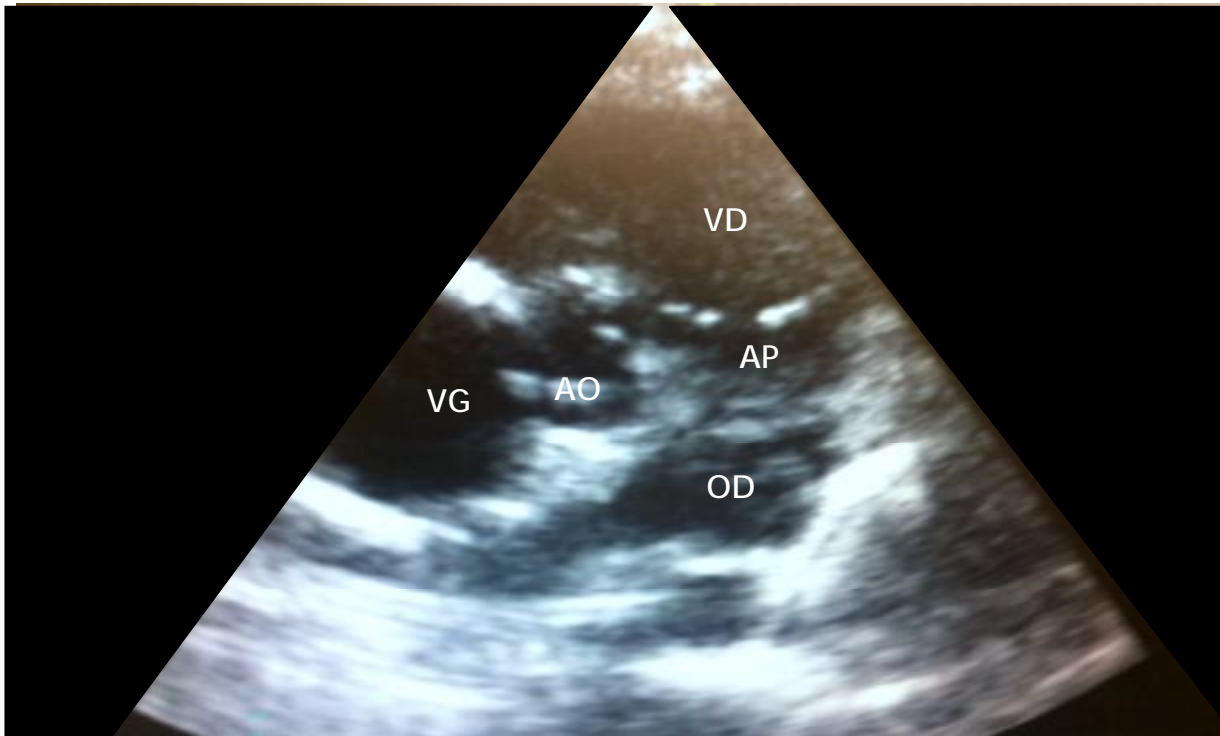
coupe parasternale petit axe trans-aortique montrant un situs artériel solitus avec AP antéro-gauche et aorte postéro-droite
